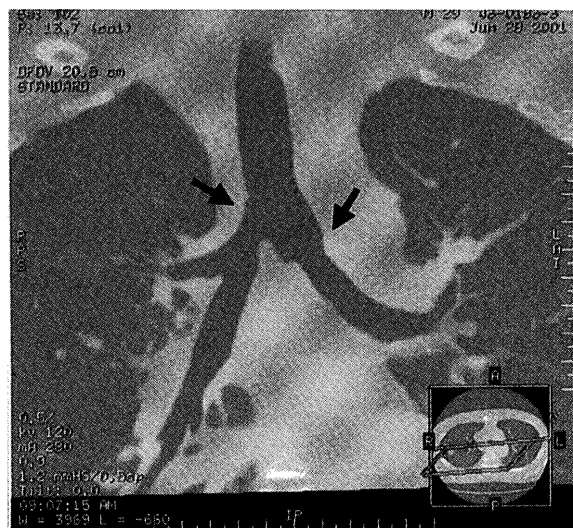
Chest 3-dimensional CT on 10th postoperative day shows no stenosis around bilateral tracheobronchial anastomoses.
